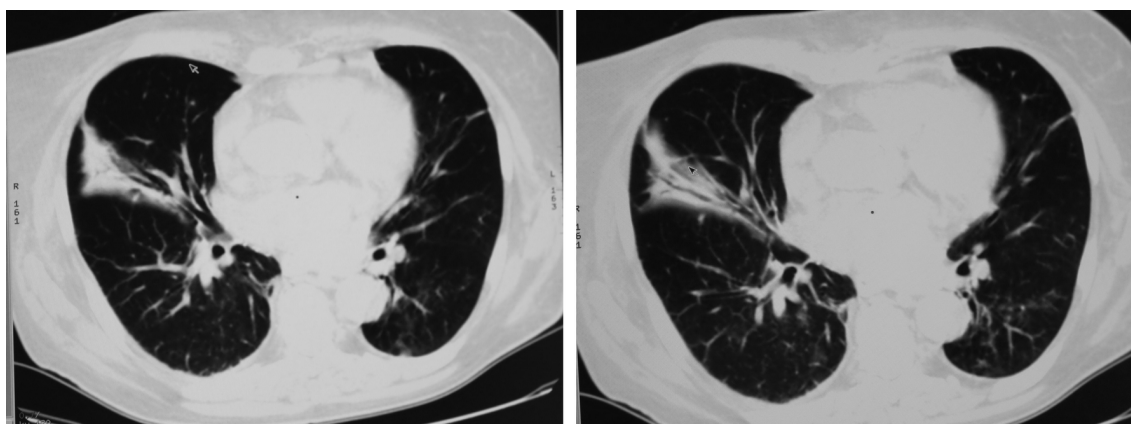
МСКТ — перибронхиальная опухоль средней доли правого легкого.
